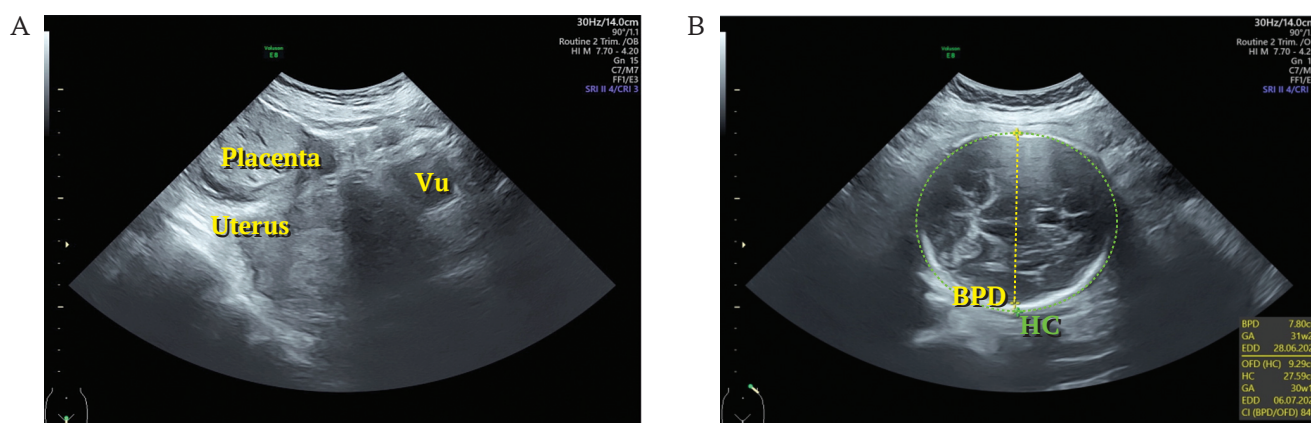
Transabdominal ultrasound examination of a 42-year-old woman with an abdominal pregnancy (A, B).
